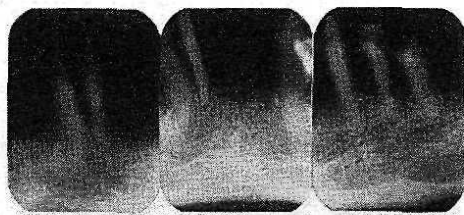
The radiographic status of the mandibular teeth at the time of insertion of the permanent bridge.
